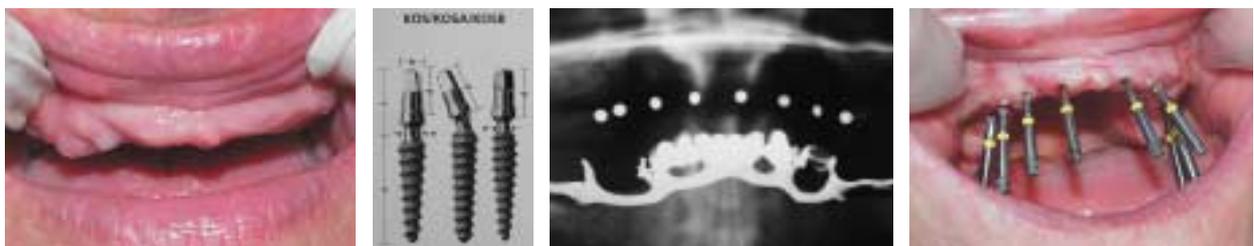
Die Ausgangssituation, zahnloser Oberkiefer. – Abb. 2: Die drei Varianten des KOS-Implantates: gerade, abgewinkelt und biegbare. – Abb. 3: Orthopantomogramm mit Markierungskugeln. – Abb. 4: Acht Pilotbohrer in situ.
